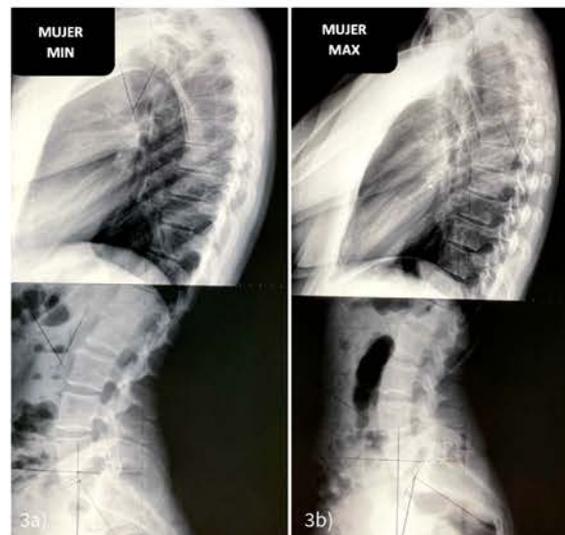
Parámetros espinopélvicos de mujeres con: 3a. valores mínimos PI: 33°, PT: 1°, SS: 32°, LLA: 54°, TK: 38°, SVA: -28 mm y 3b. valores máximos PI: 70°, PT: 12°, SS: 60°, LLA: 82°, TK: 46°, SVA: -26 mm.
